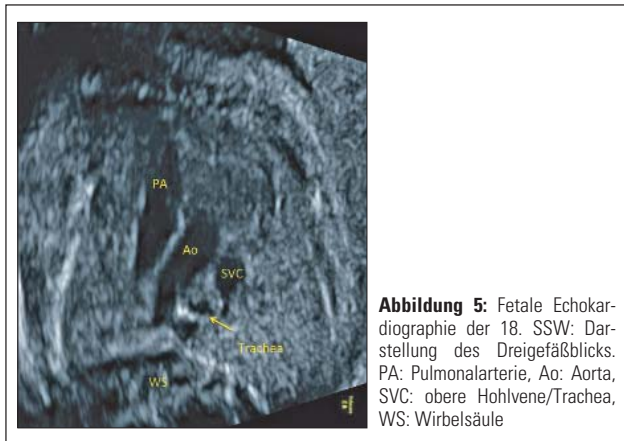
Fetale Echokardiographie der 18. SSW: Darstellung des Dreigeäßblicks. PA: Pulmonalarterie, Ao: Aorta, SVC: obere Hohlvene/Trachea, WS: Wirbelsäule
